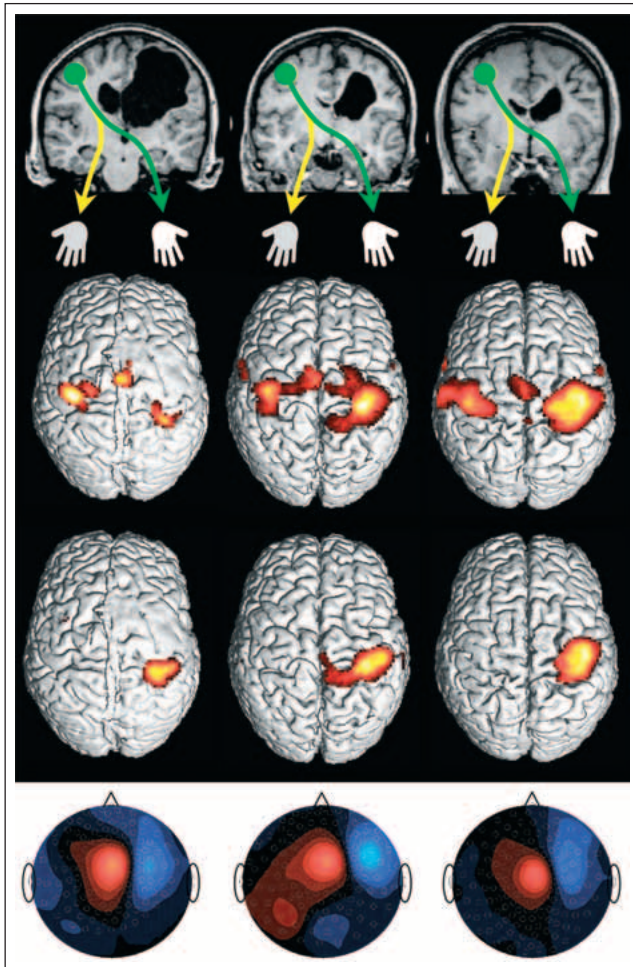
Sensomotorische (Re-) Organisation bei drei Patienten mit unilateralen periventriculären Läsionen. Oben: Koronare T1-gewichtete MRT zur Darstellung der Läsionen, die zu einer Unterbrechung der kreuzenden kortikospinalen Bahn aus der geschädigten Hemisphäre geführt hatten. Die motorische Reorganisation erfolgt durch die kontraläsionelle Hemisphäre, die bei diesen Patienten zusätzlich zur normalen kreuzenden Projektion zur nicht-paretischen Hand (grün) noch über ipsilaterale Projektionen (gelb) verfügt, die eine Ansteuerung der paretischen Hand (grau) durch die kontraläsionelle Hemisphäre ermöglichen. Mitte: Funktionelle MRT während aktiver (Mitte oben) und passiver (Mitte unten) Bewegung der paretischen Hand. Unten: Dipol-Maps von somatosensorisch evozierten Feldern in der Magnetoenzephalographie, hervorgerufen durch taktile Stimulation des paretischen Daumens. Blau = eintretender Strom, rot = austretender Strom; Darstellung in Ansicht von oben. Mod. nach [5] mit Genehmigung von Walters Kluwer.
